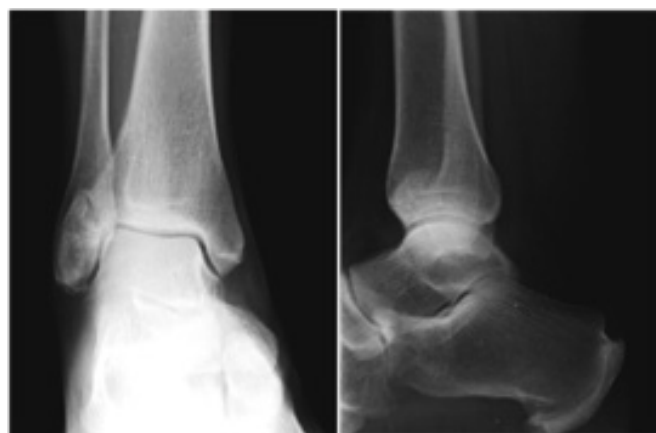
Radiografia do tornozelo direito: sinostose por ossificação heterotópica do ligamento tíbio-peroneal anterior distal.
